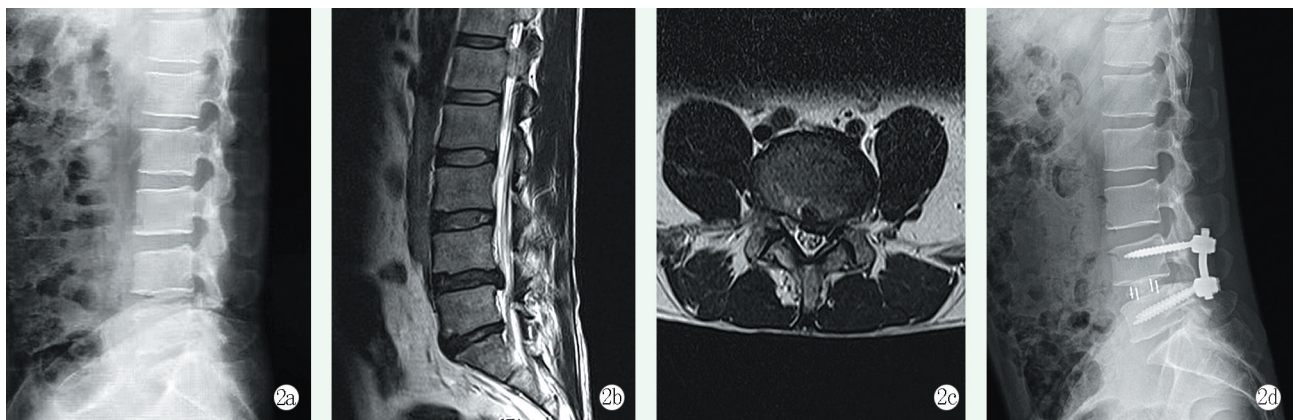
患者,男,48 岁,因“腰痛伴左下肢放射痛”入院 2a: 术前侧位 X 线片示腰椎曲度变直,椎间隙变窄 2b: 术前矢状位 MRI 示 L_{4/5} 椎间盘突出 2c: 横断位 MRI 示左侧神经根受压明显 2d: 应用新型植骨管植骨联合笼架植骨 TLIF 术后,患者神经症状明显缓解。术后 3 个月腰椎侧位 X 线片示椎间高度增加,腰椎局部 Cobb 角及腰椎前凸角改善,椎间融合良好
